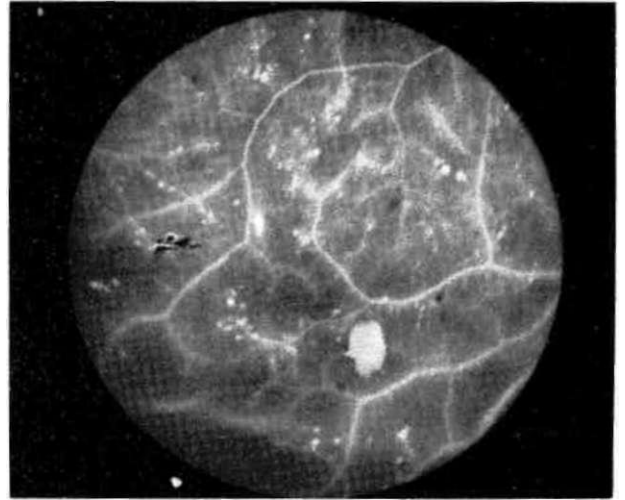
b. Aynı olgunun geç dönem anjiyografisi
